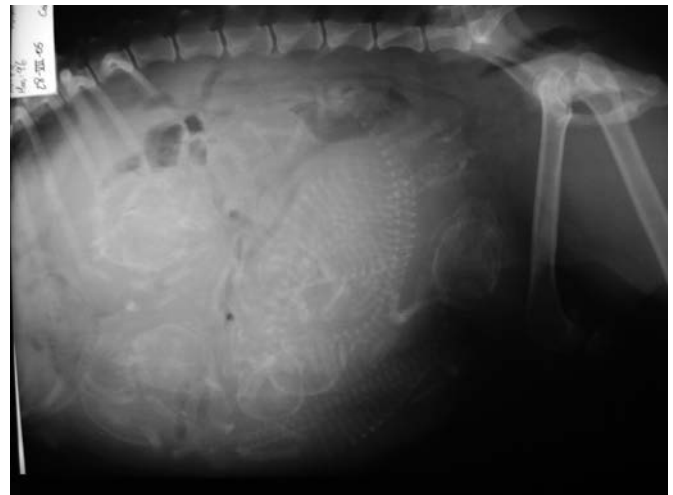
Radiografía efectuada a término de la gestación en la que se aprecian los fetos.
